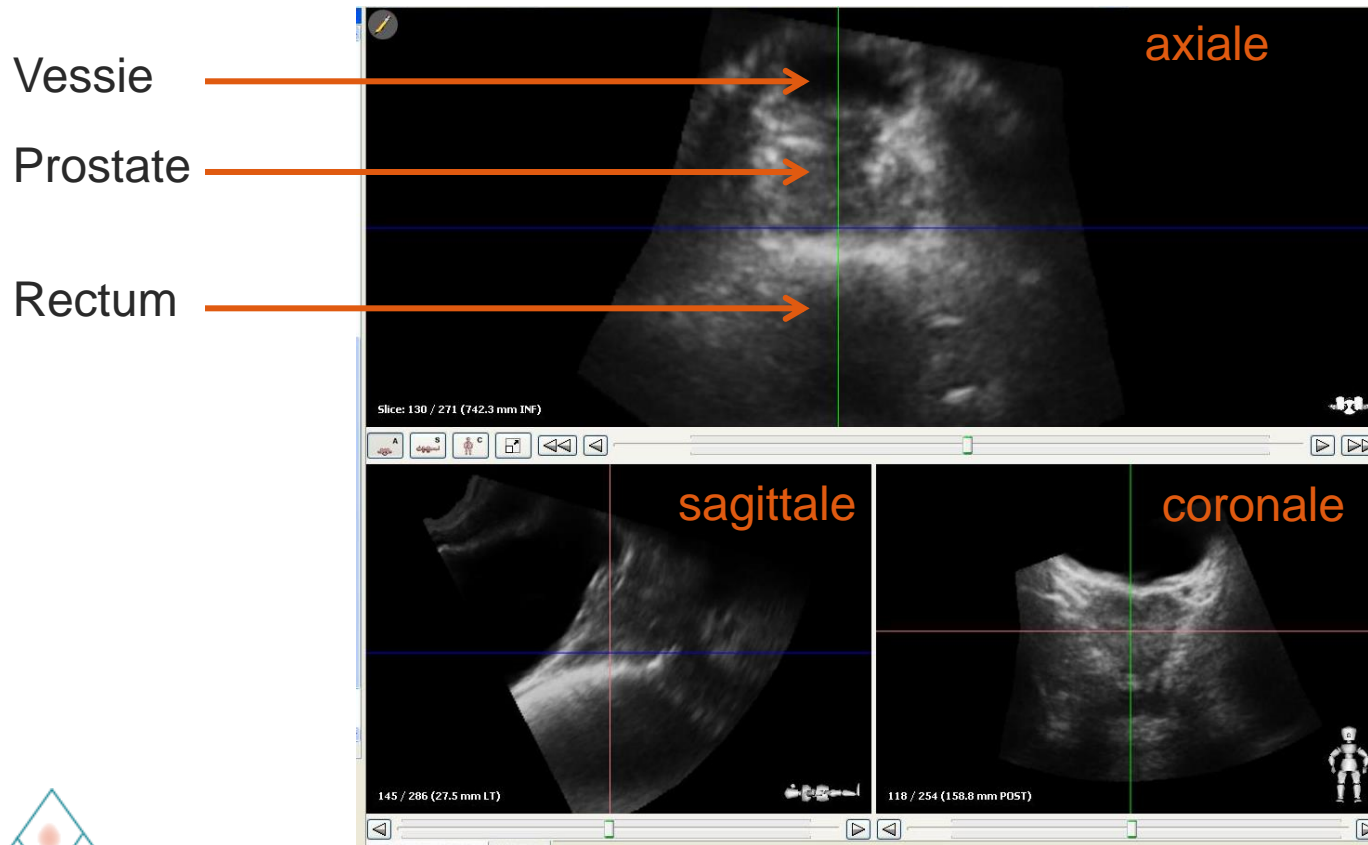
Imageur portal	Cone Beam CT	Imagerie US
